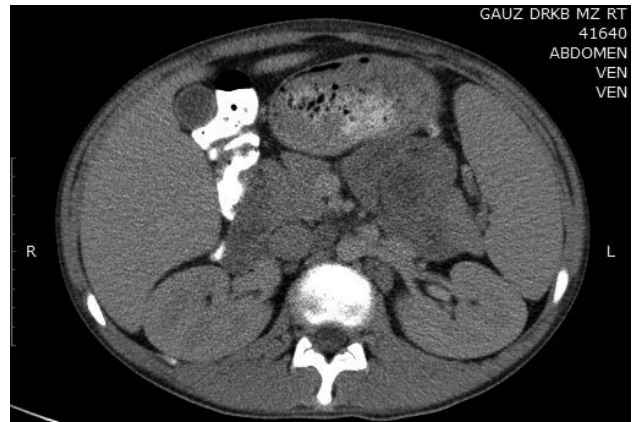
Компьютерная томограмма брюшной полости от 15.02.21. Заключение: множественные узловые образования брюшной полости, забрюшинного пространства, полости таза, паховой области.
